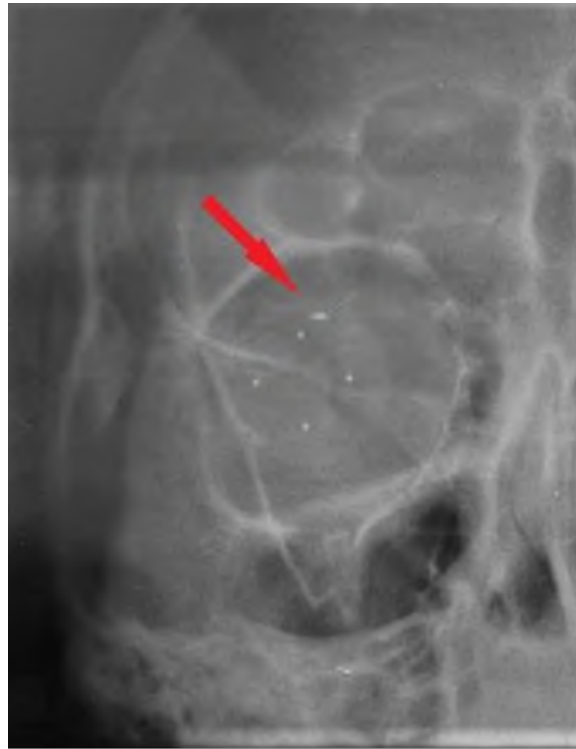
На рентгенограмме правой орбиты с протезом Комберга-Балтина в прямой проекции инородное тело локализовано на 12:00-12:15ч.
